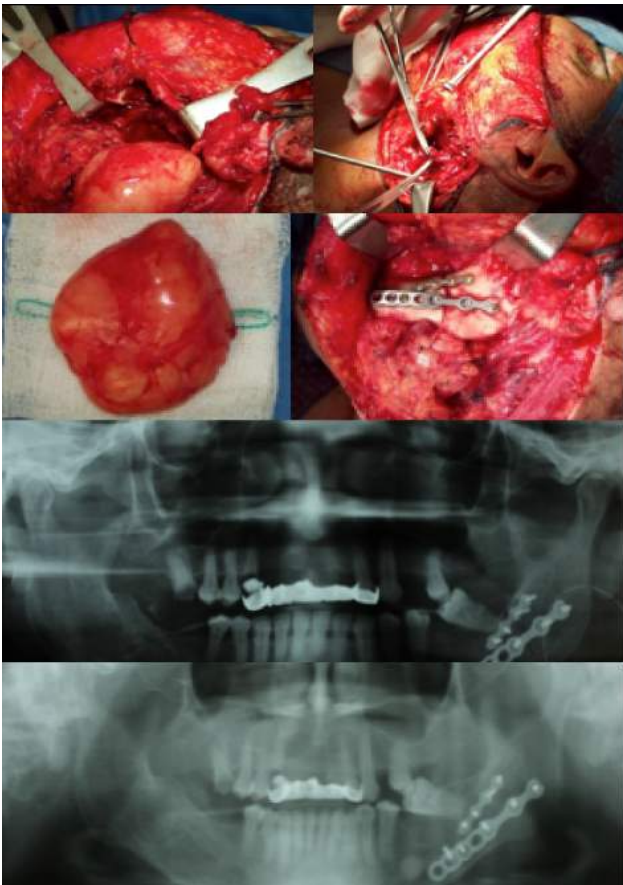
Imágenes perioperatorias con abordaje cervico-parotídeo transmandibular, resección de pieza quirúrgica, colocación de placas de osteosíntesis y radiografía postoperatoria inmediata y a 2 años de seguimiento
